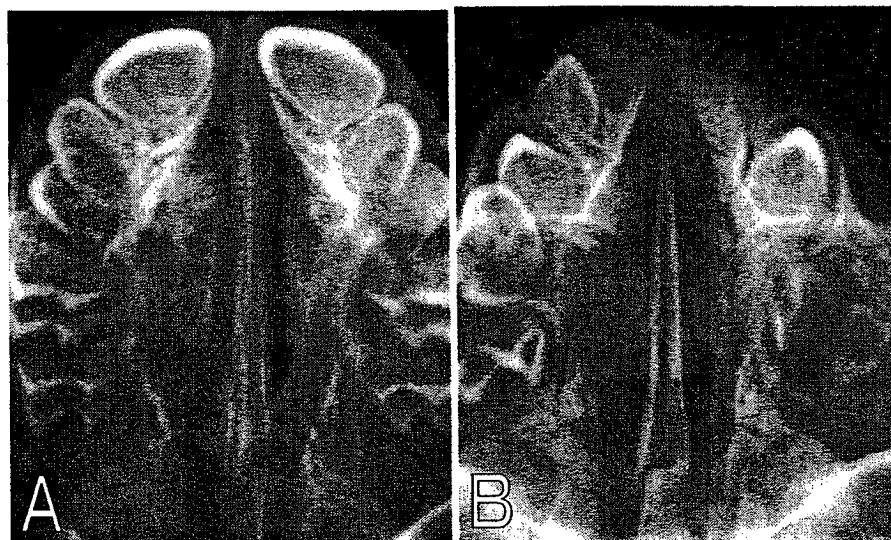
A, B: X-ray view of the upper jaw shown in Fig. 1A and B, respectively. In B, the precociously erupted central incisors and left first molar are not well calcified, the left lateral incisor is missing, and the left second molar is dislocated anteriorly.
